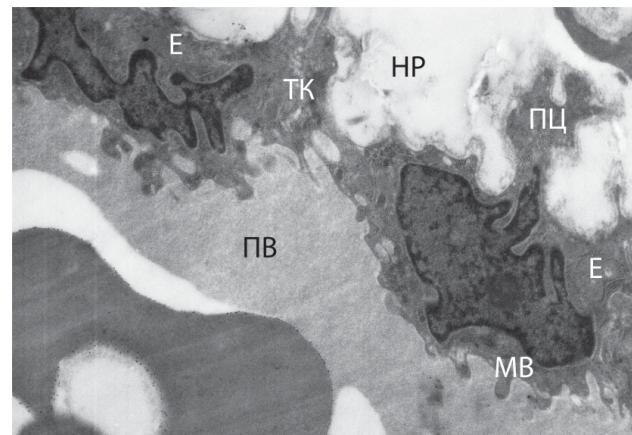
Венула в субмезотелиальном слое париетальной пластиинки влагалищной оболочки яичка, гидроцеле сроком 4 года. На луминальной поверхности большое количество микроростов цитоплазмы, содержащих многочисленные пиноцитозные пузырьки и вакуоли, микроклазматоз, на адлюминальной поверхности – выраженные протрузии цитоплазмы. Е – эндотелиоцит, МВ – микроворсинки, ТК – трансцеллюлярный канал, ПВ – просвет венулы, ПЦ – протрузии цитоплазмы, НР – отечная жидкость. Электронограмма. Ув. × 8000
